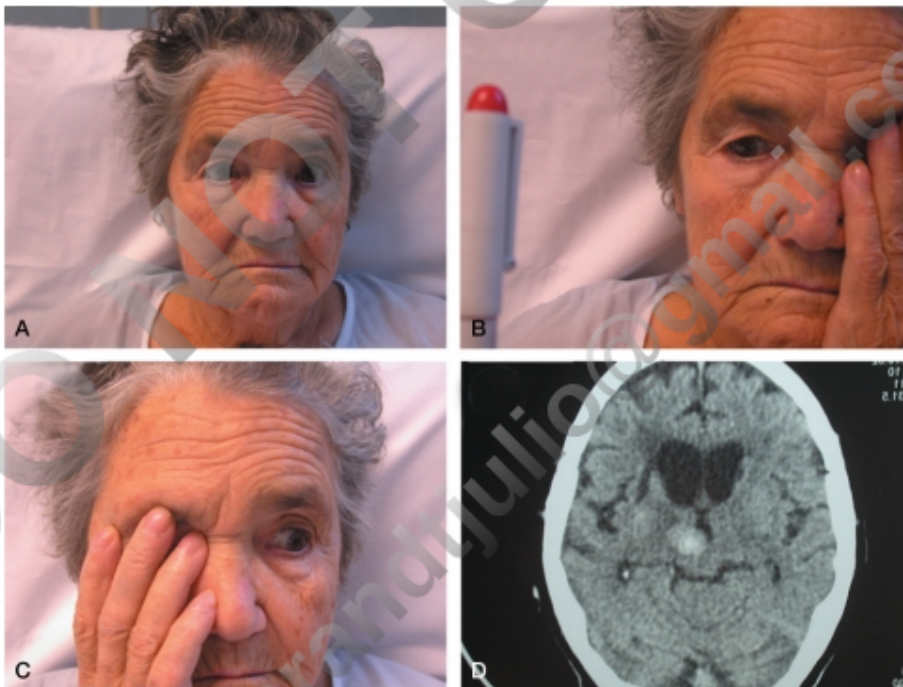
Seudoparesia del VI par (paresia de la divergencia) por lesión (hematoma) del dorso del mesencéfalo. A. En posición primaria de la mirada hay un estrabismo convergente. B y C. Ambos ojos tienen una abducción normal por separado. D. TC que demuestra la lesión.
